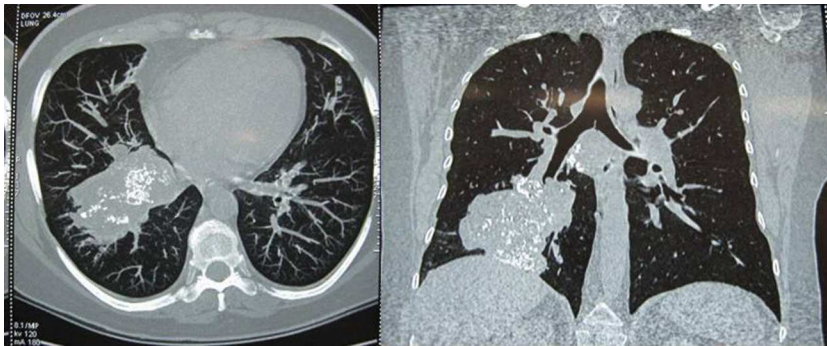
Tomografía computada corte axial y coronal de tórax, en los cuales se observa una lesión hiperdensa con calcificaciones difusas en su interior en los segmentos basal anterior y basal lateral, en el lóbulo pulmonar inferior derecho.
